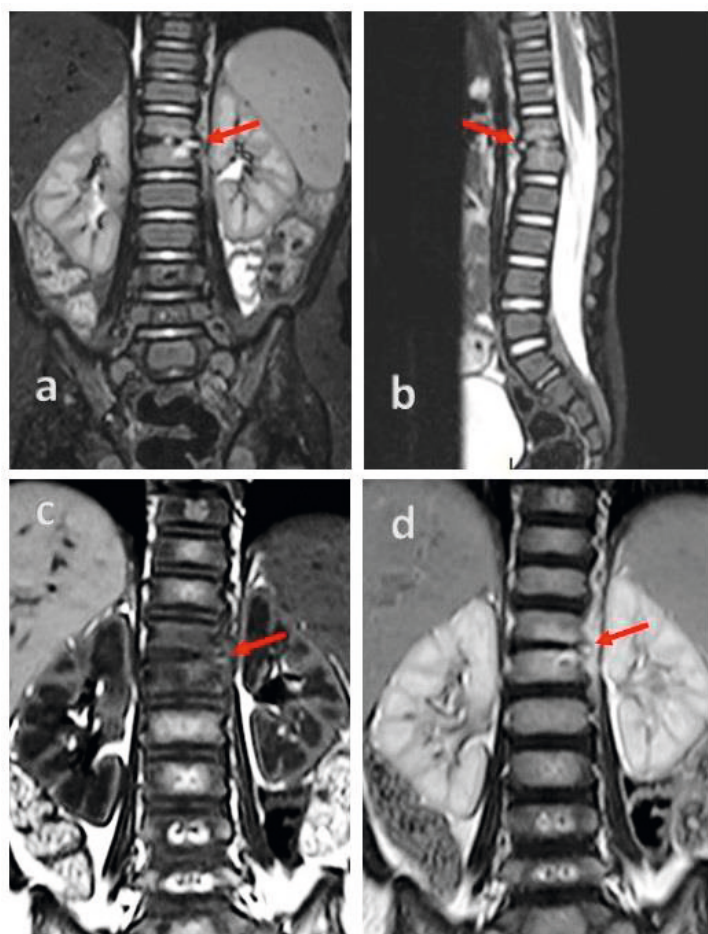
Resonancia Magnética: a y b, cortes coronal y sagital con técnica STIR para supresión de la grasa. Disminución de la altura del disco. Área de aumento de señal en el cuerpo de L1, sugerente de absceso.
